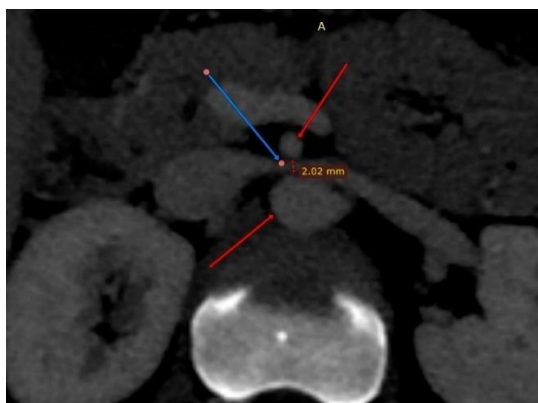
МРТ-ангиография в горизонтальной проекции у этого же пациента. Указана область компрессии ЛПВ и ее диаметр.
